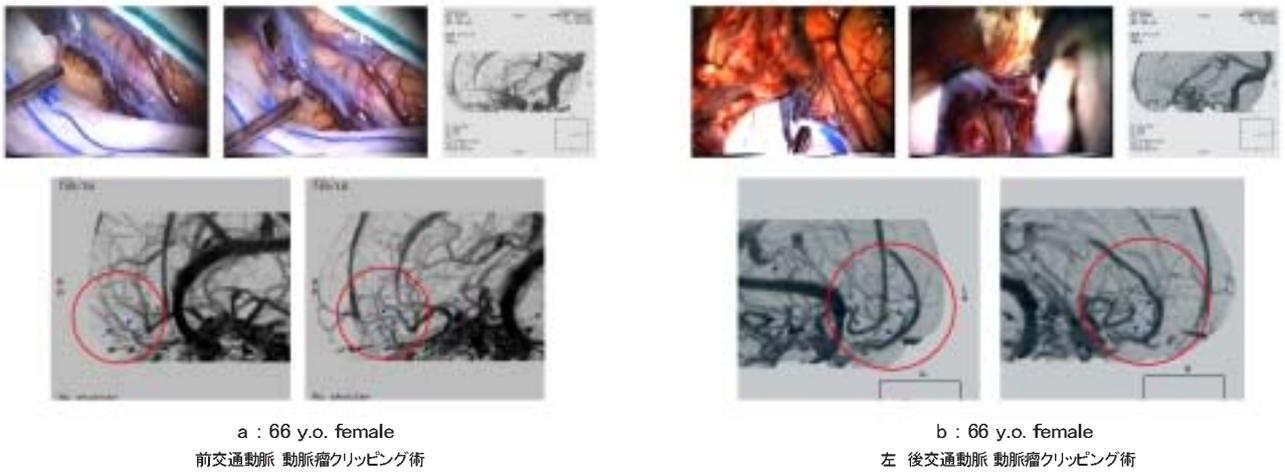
CT Venographyと術中画像との比較
